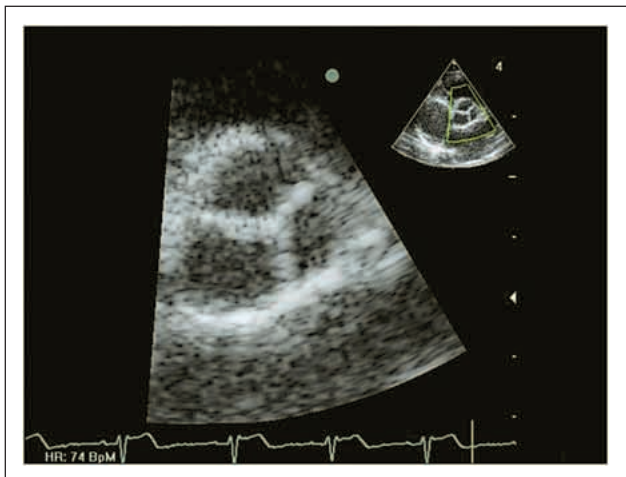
Parasternaler Querschnitt, frühdiastolisch geschlossene Aortenklappe
